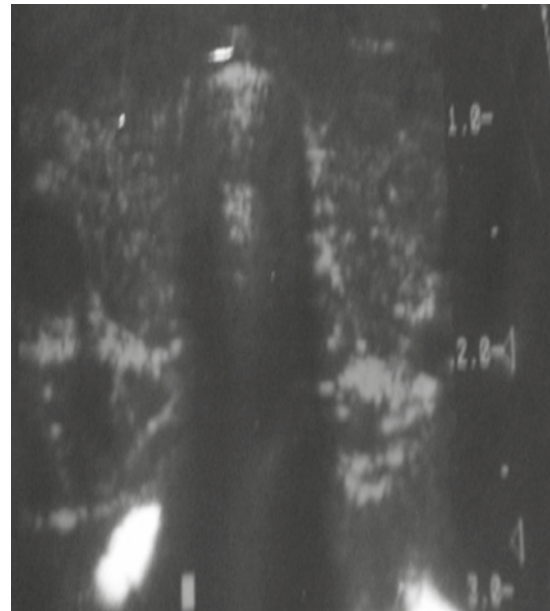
Ultrasonido de tiroides: múltiples imágenes quísticas.
